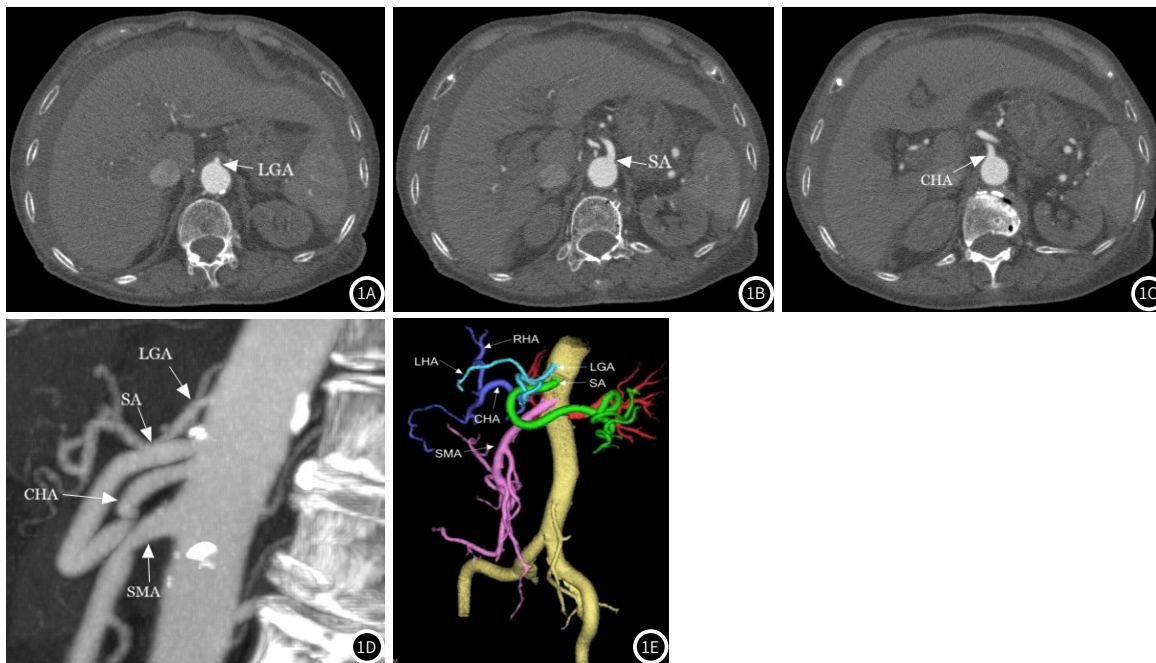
~图1D 腹腔干缺如伴肝左动脉起源于胃左动脉。图1A~1D: 腹部增强CT动脉期轴位图及MIP示腹主动脉自上而下发出胃左动脉、脾动脉、肝总动脉和肠系膜上动脉;
